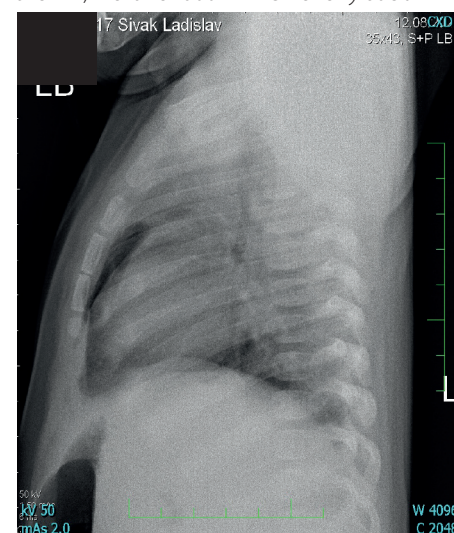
CT hrudníku – pneumotorax vpravoObr. 5. CT hrudníku – ventrální PNO bilaterálně, pneumoperikardObr. 6. Kontrolní RTG hrudníku – na snímku v předozadní projekci plíce rozvinuté, bránice hladké, zevní kostofrenické úhly volné, srdce nerozšířeno, srdeční stín bez známek pneumoperikardu
